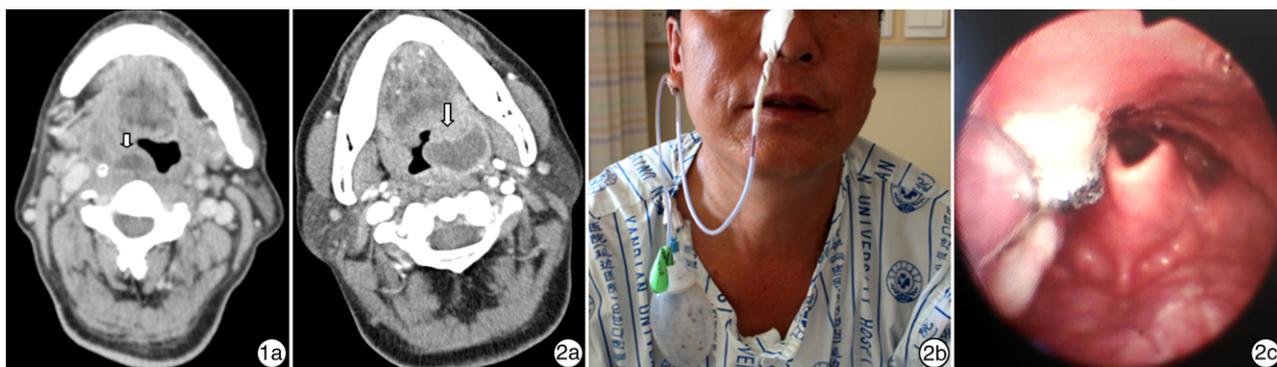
例 1 患者的增强 CT 扫描结果 左侧咽后脓肿; 图 2 例 2 患者的临床资料 2a:右侧咽后脓肿;2b:右侧咽后脓肿经鼻持续负压引流;2c:右侧咽后脓肿术后第 2 天,纤维喉镜下见引流管在位良好,右侧咽后壁平滑,无隆起。
